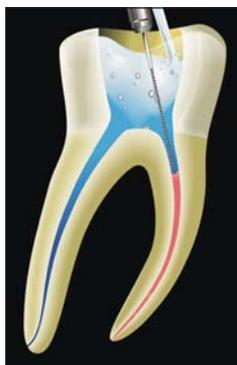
Agitación del irrigante con ultrasonido después del uso de cada instrumento.
